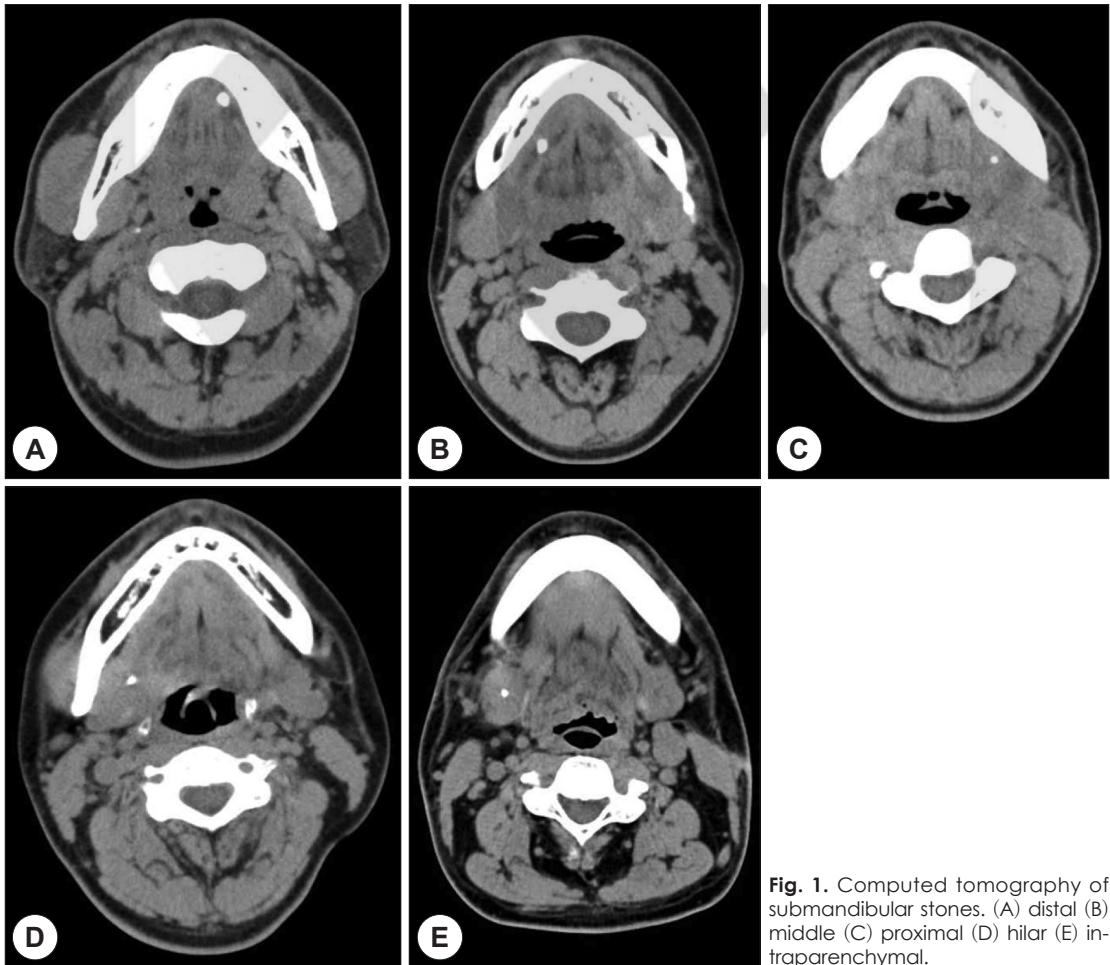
Computed tomography of submandibular stones. (A) distal (B) middle (C) proximal (D) hilar (E) intraparenchymal.
